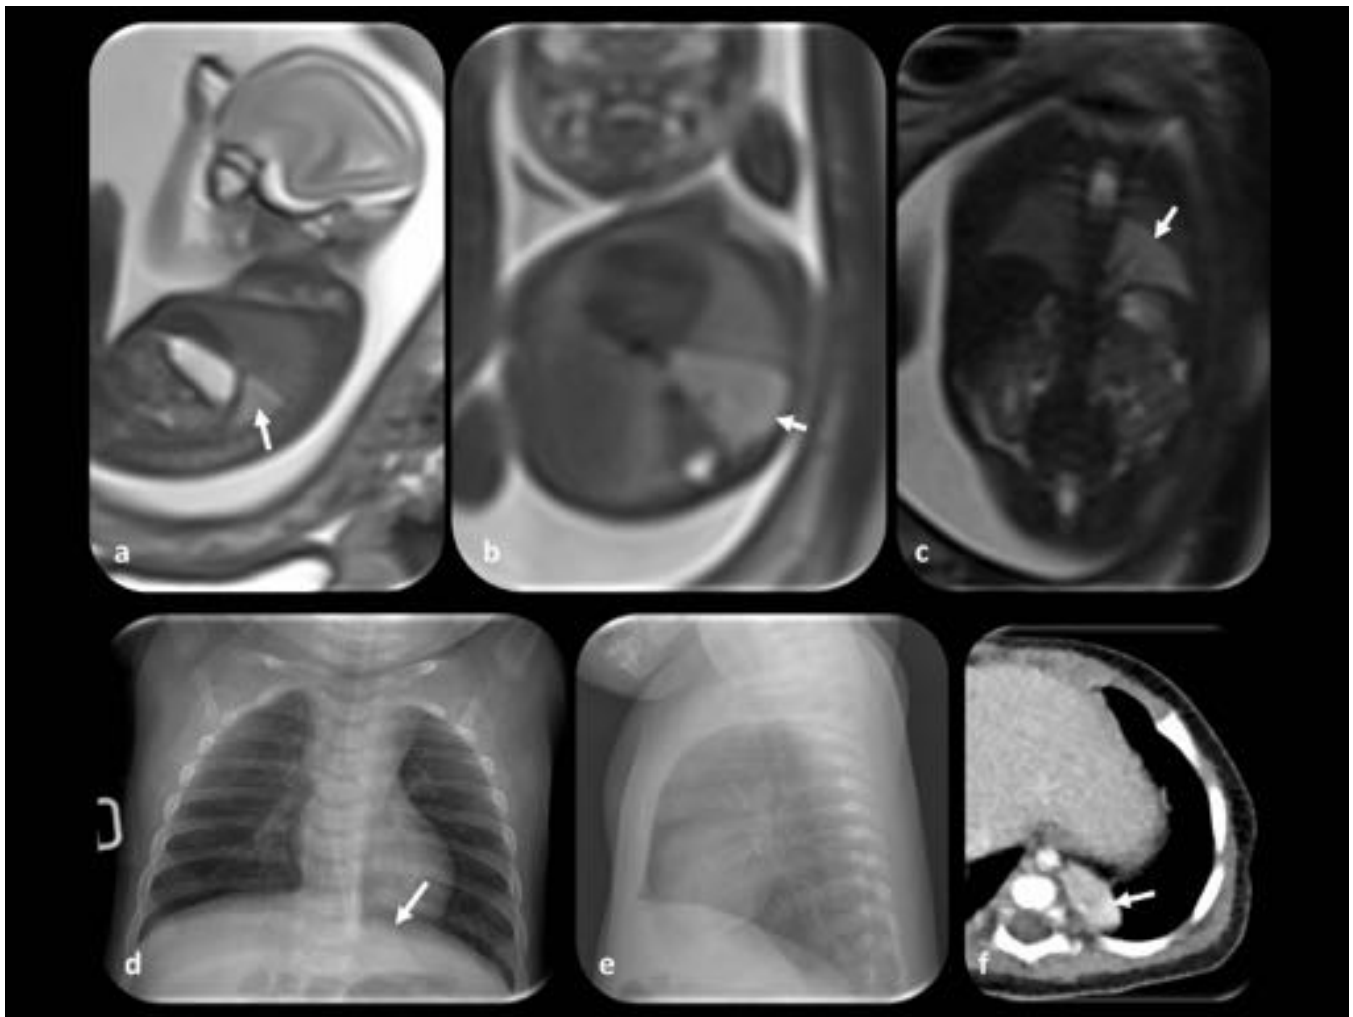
Secuestro extralobar. Feto de 21 semanas de gestación. (a, b, y c) Las imágenes RM sagital, axial y coronal muestran una lesión hiperintensa (flechas) en la base del pulmón izquierdo. (d y e) Placa de tórax postnatal dónde se observa la lesión (flecha). (f) La TC realizada después del nacimiento muestra una disminución significativa del tamaño de la lesión (flecha). Aunque asintomático, el paciente fue sometido a cirugía y se confirmó el diagnóstico.
